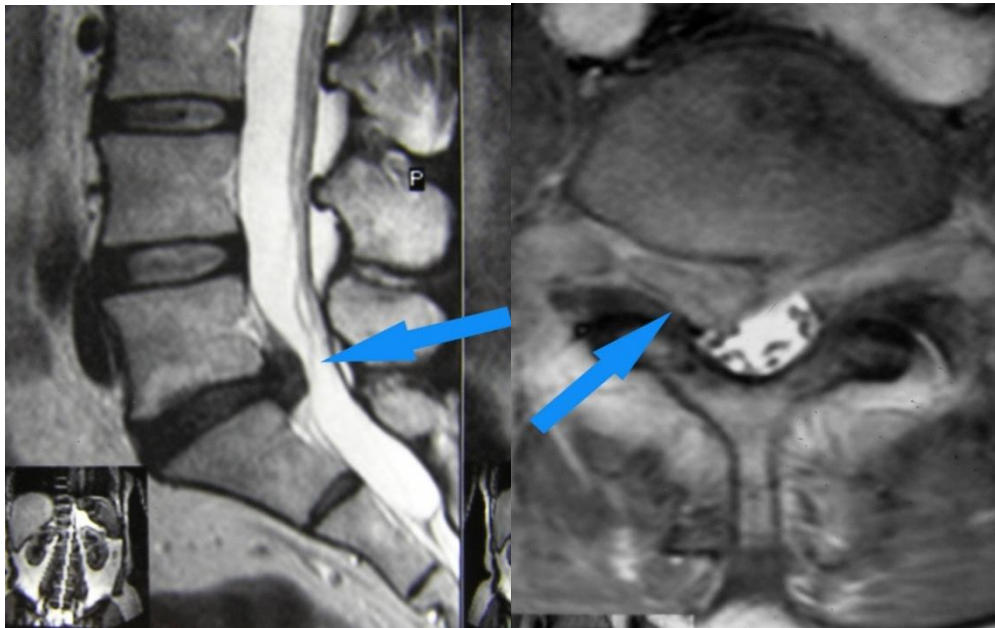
МРТ больной Г., (И/Б № 1671/195 27.02.2007г.) Сагиттальная проекция А, Фронтальная проекция Б: состояние после удаления правосторонней парамедианной грыжи диска L5-S1, протрузия диска L4-L5
